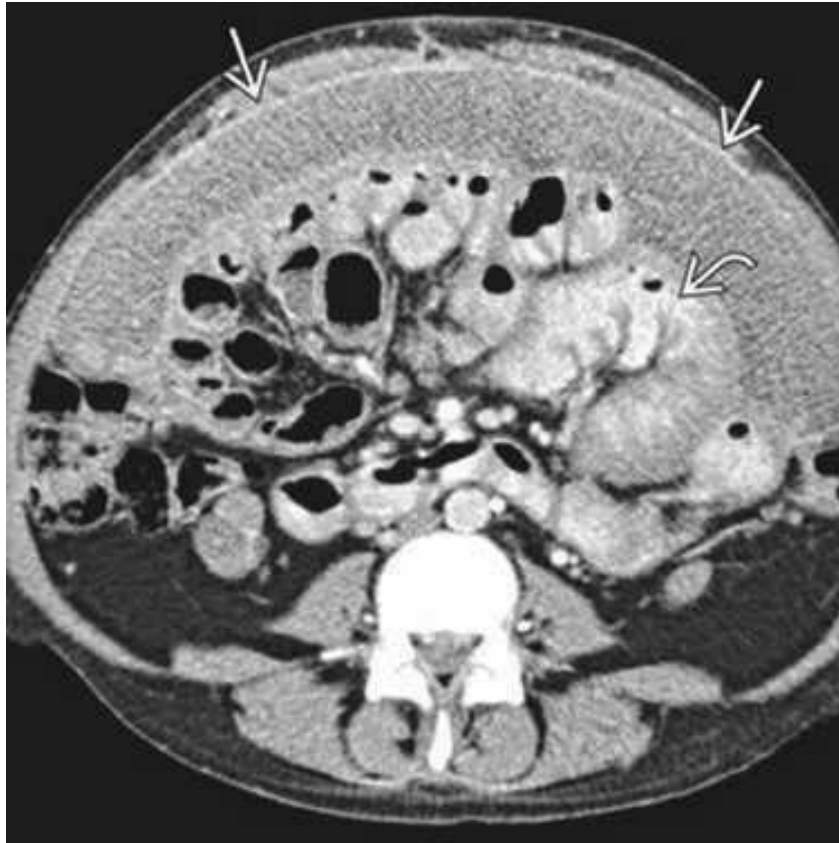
La TDM C + axiale montre une ascite localisée ↗ avec un péritoine pariétal/viscéral épaissi et prenant le contraste, enveloppant l'intestin grêle et créant une obstruction fonctionnelle. Noter les segments dilatés de l'intestin [79].
